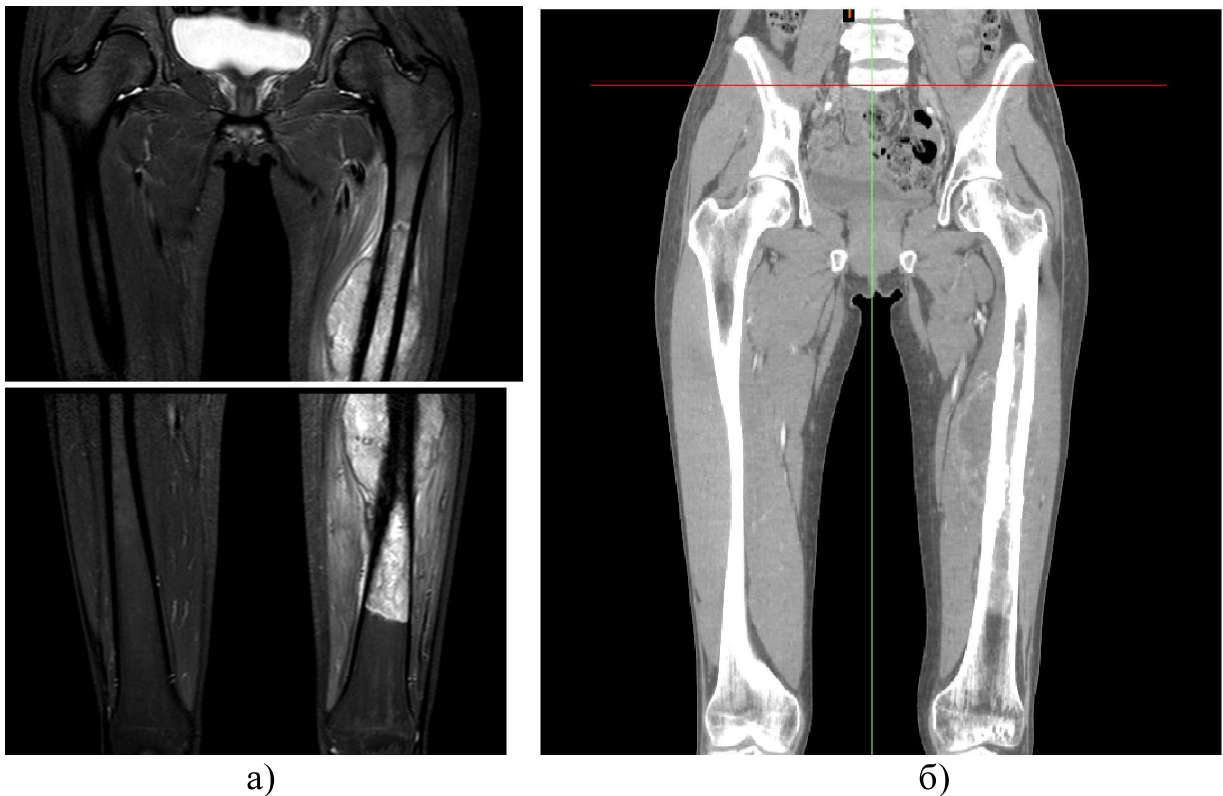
Вихідні дані в результаті аналізу тканин (а - МРТ, б - КТ)
